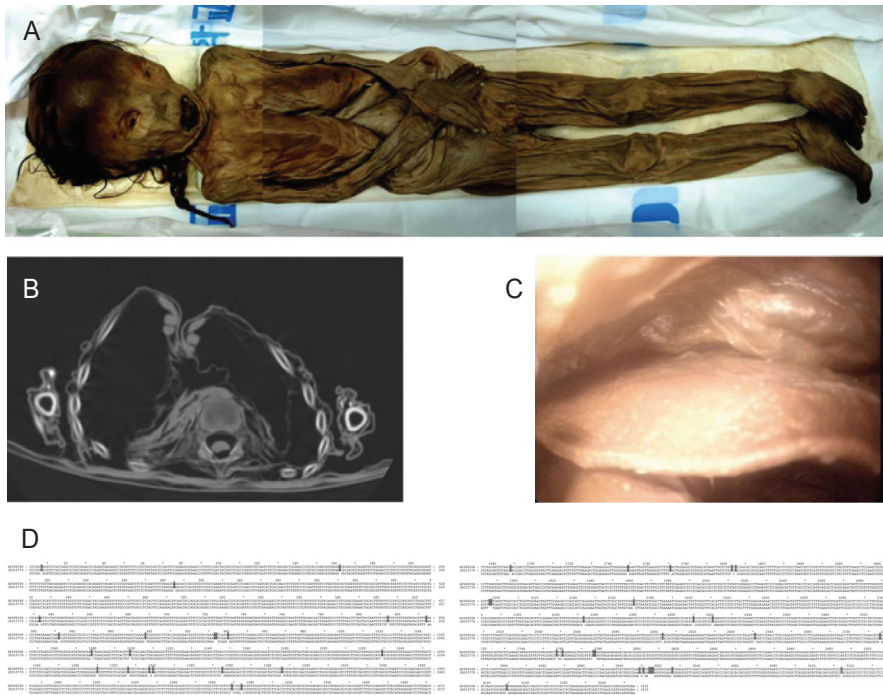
16세기 조선시대 소년의 미라(A)의 간 조직(B: CT 영상, C: 복강경 영상)에서 지금까지 알려진 세계에서 가장 오래된 B형간염바이러스가 확인됨. 고대 B형간염바이러스의 유전자 전체 서열을 얻어 현대 B형간염바이러스와 비교 분석함으로써 B형간염바이러스 감염의 역사를 추정할 수 있는데(D), 그 결과 B형간염바이러스가 우리나라에 유입된 시점은 최소 3,000년 이전일 것으로 추정됨(자료 제공: 단국의대 내과 김석배 교수).
